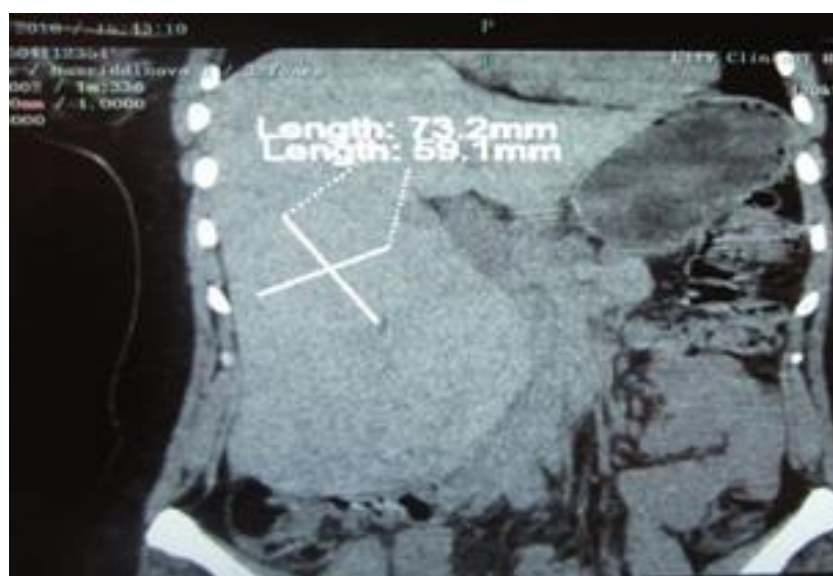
КТ-картина гигантской гемангиомы печени
